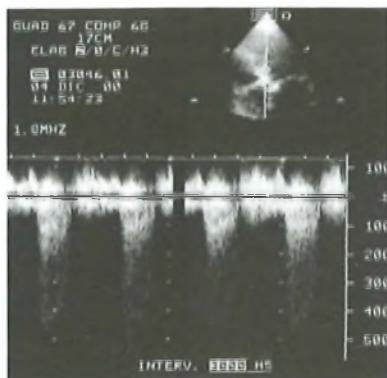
Stenosi aortica: Doppler continuo del tratto di afflusso del ventricolo sinistro e della valvola aortica. Il Doppler dimostra una velocità di flusso elevata (circa 5 m/s) dovuta a una stenosi grave dell'aorta.
